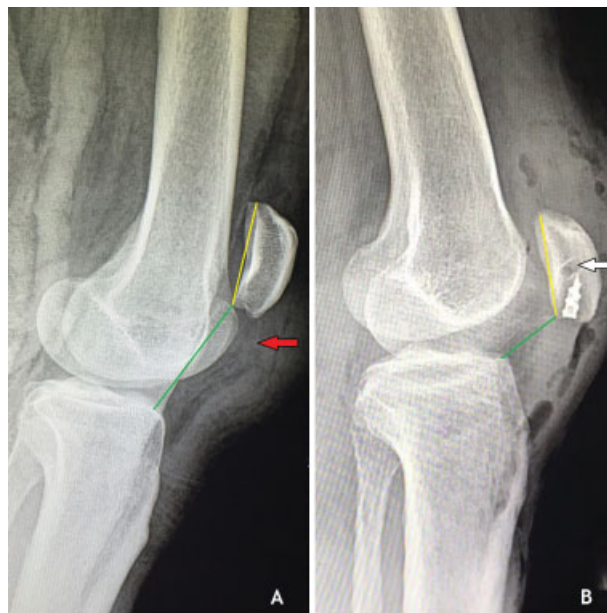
Radiografías laterales de rodilla comparativas en paciente con rotura recidivante del tendón patelar. (A) Preoperatorio. Nótese patela alta según índice Caton-Deschamps (líneas de colores). Se aprecia imagen radiolúcida que demarca el trayecto del tendón patelar, interrumpido en interfaz hueso-tendón proximal (flecha roja). (B) Postoperatorio. Nótese en rótula las anclas normoposicionadas y sobre éstas, el túnel rotuliano (flecha blanca). Normalización del índice Caton-Deschamps.
